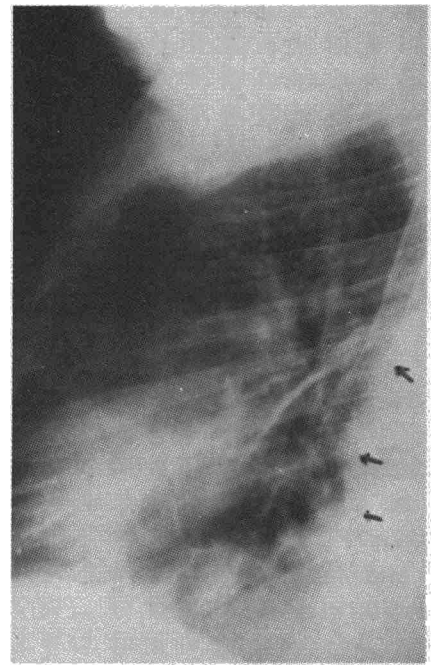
La radiografía en proyección lateral del mismo caso pone de manifiesto una opacidad fusiforme de localización posterior y con características pleurales. La cisura mayor izquierda está engrasada y en el seno costodiafrágico anterior existen imágenes de engrosamiento pleural.
